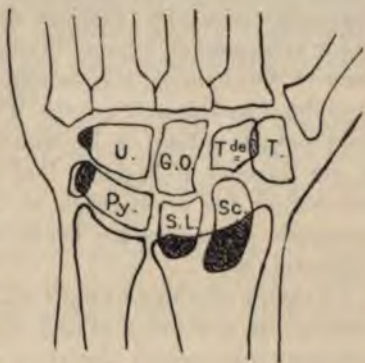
Luxation du scaphoïde et du semi-lunaire d'après une radiographie.
